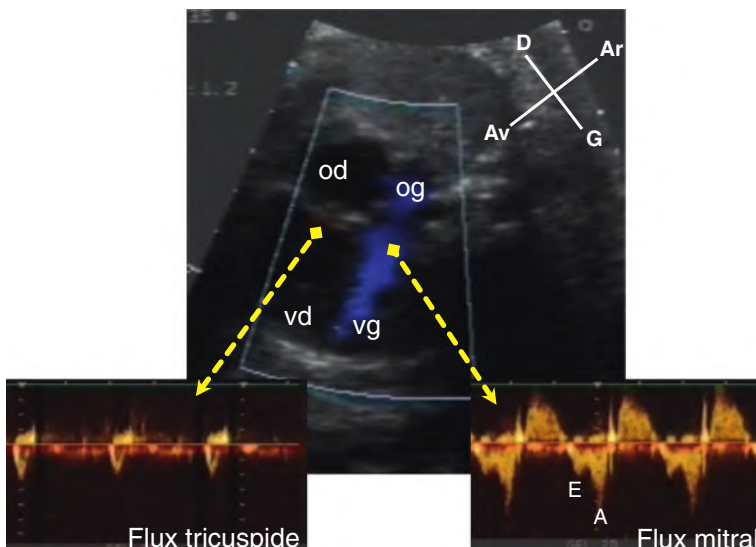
Retentissement d'une fermeture anténatale du canal artériel sur les cavités ventriculaires à 36 semaines d'aménorrhée. En incidence des quatre cavités, les cavités droites sont dilatées. En mode Doppler couleur, seul le flux mitral est visualisé en bleu. En mode Doppler pulsé, le flux tricuspide est très restreint, alors que le flux mitral est normal avec ses deux ondes E et A. od : oreillette droite ; og : oreillette gauche ; vd : ventricule droit ; vg : ventricule gauche.
